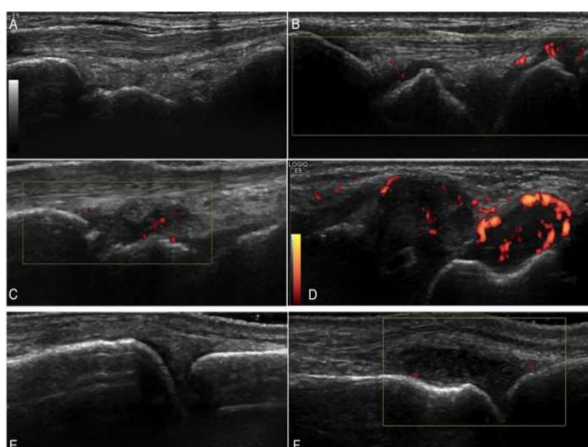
Ultrasonografía Doppler en pacientes con LES. Imágenes (A-D) demuestran diferentes grados de hipertrofia sinovial en la articulación carporadial (muñeca). A: No hay hipertrofia sinovial, Grado 0. B: Leve hipertrofia sinovial, Grado 1. C: Moderada hipertrofia, Grado 2. D: Severa hipertrofia sinovial, Grado 3. Imágenes (E-F) demuestran grados de hipertrofia sinovial en metacarpo falángica (mano). E: Ausencia de hipertrofia sinovial, Grado 0. F: Hipertrofia severa, Grado 3. (11)
